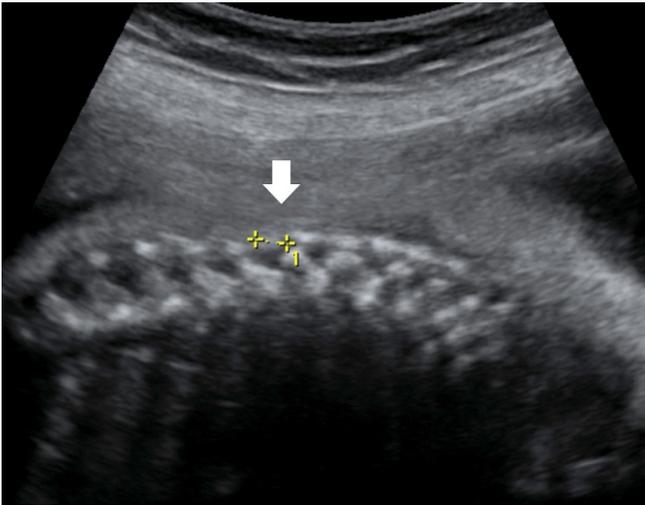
At 28/6 weeks of gestation, the hemivertebra was identified between thoracic vertebra No.10 and No.11 on prenatal ultrasonogram (arrow).
